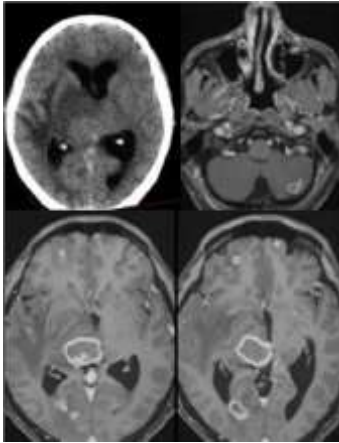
TC y RM con contraste. Lesión multifocal: Talámica, frontal y occipital derechas, cerebelosa izquierda
